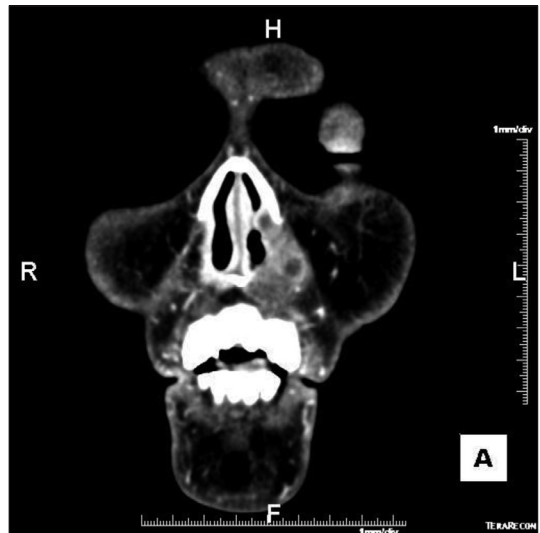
Preoperative facial CT. About 2.8 cm mass proved as malignant melanoma is seen in the left ala.
